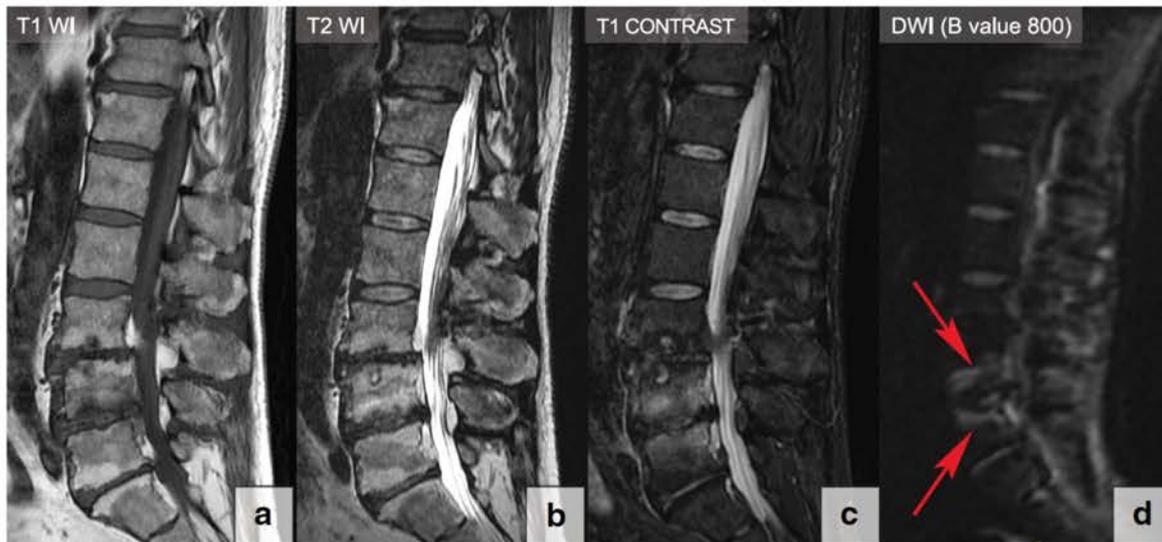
El signo de la garra en la médula ósea degenerativa tipo 1 (Modic) cambia en L4-L5. T1-WI (a), T2-WI (b), T1 con contraste (c) y imágenes sagitales por RMN de difusión (d). El signo de la garra se identifica en la imagen de RMN por difusión como regiones lineales de alta señal ubicadas dentro de los cuerpos vertebrales entre los límites de la médula ósea normal y vascularizada (flechas rojas). Tenga en cuenta que los cambios degenerativos de la médula ósea tipo 2 en L5-S1 y L3-L4 no demuestran el signo de la garra.
